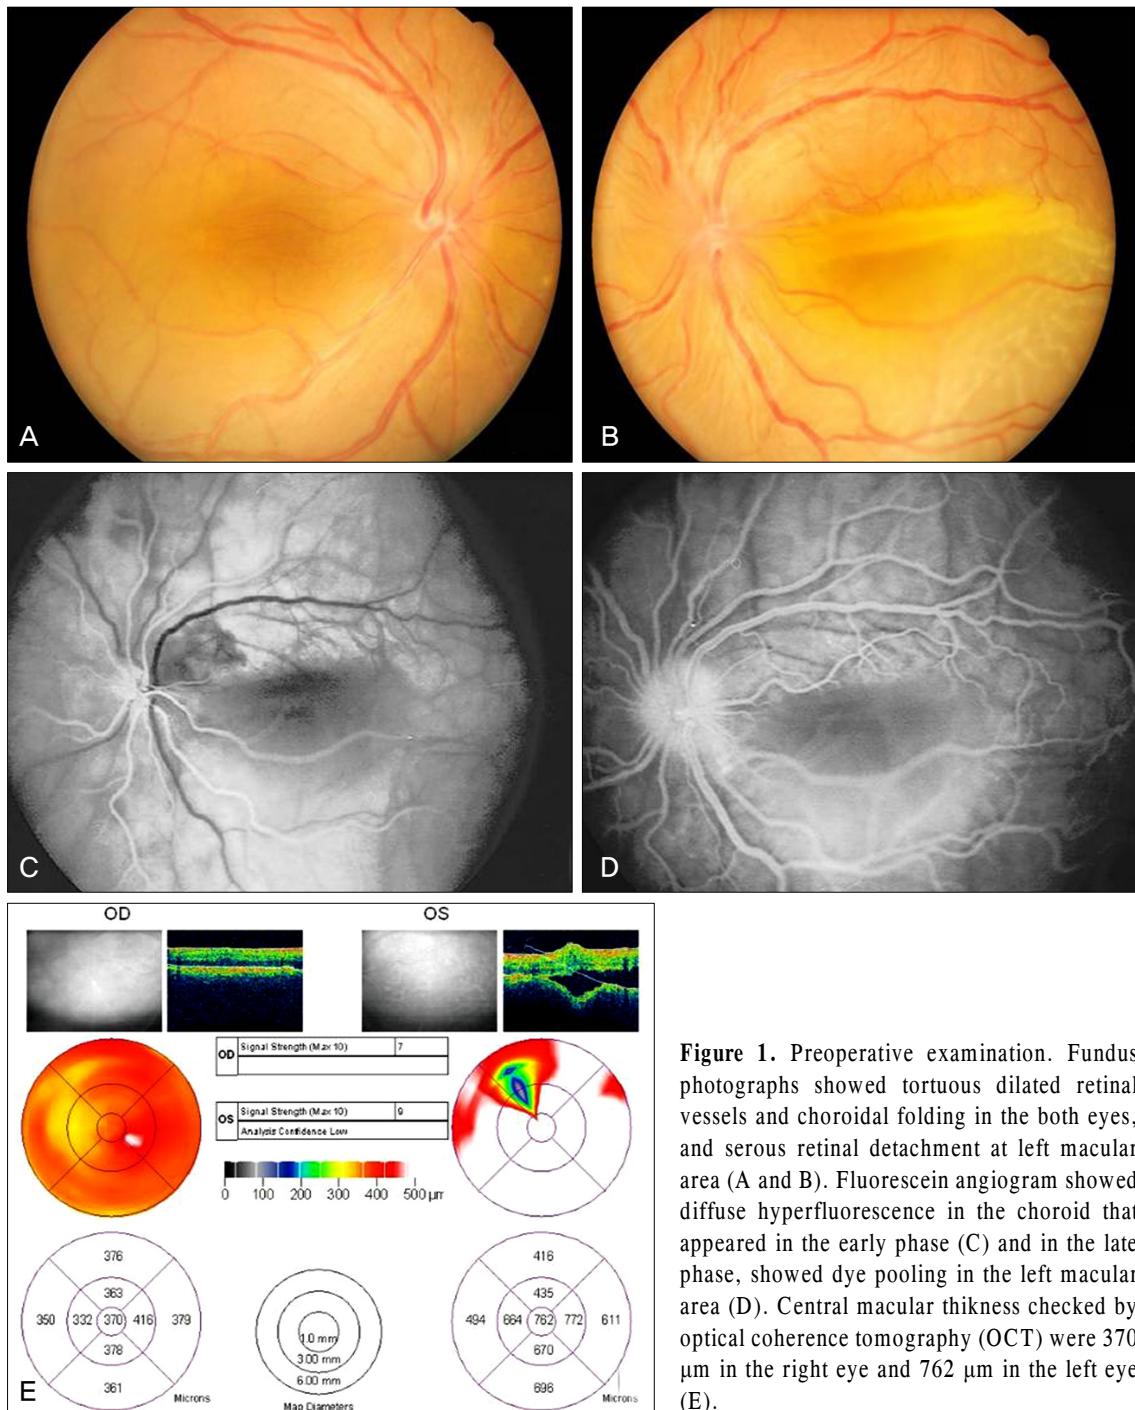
Preoperative examination. Fundus photographs showed tortuous dilated retinal vessels and choroidal folding in the both eyes, and serous retinal detachment at left macular area (A and B). Fluorescein angiogram showed diffuse hyperfluorescence in the choroid that appeared in the early phase (C) and in the late phase, showed dye pooling in the left macular area (D). Central macular thikness checked by optical coherence tomography (OCT) were 370 μm in the right eye and 762 μm in the left eye (E).
